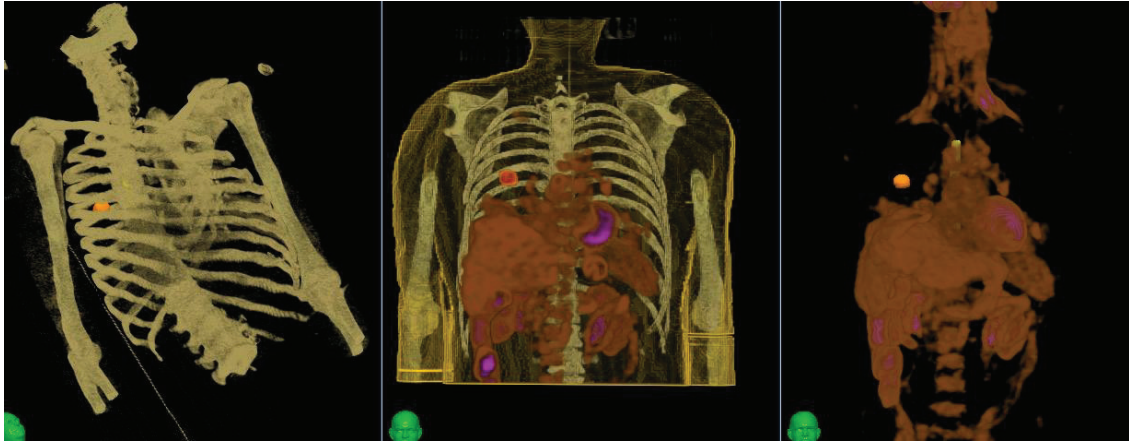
Un exemple de fusion. A gauche scanner dosimétrique, au milieu fusion TEP-TDM et scanner dosimétrique, à droite.TEP TDM.
